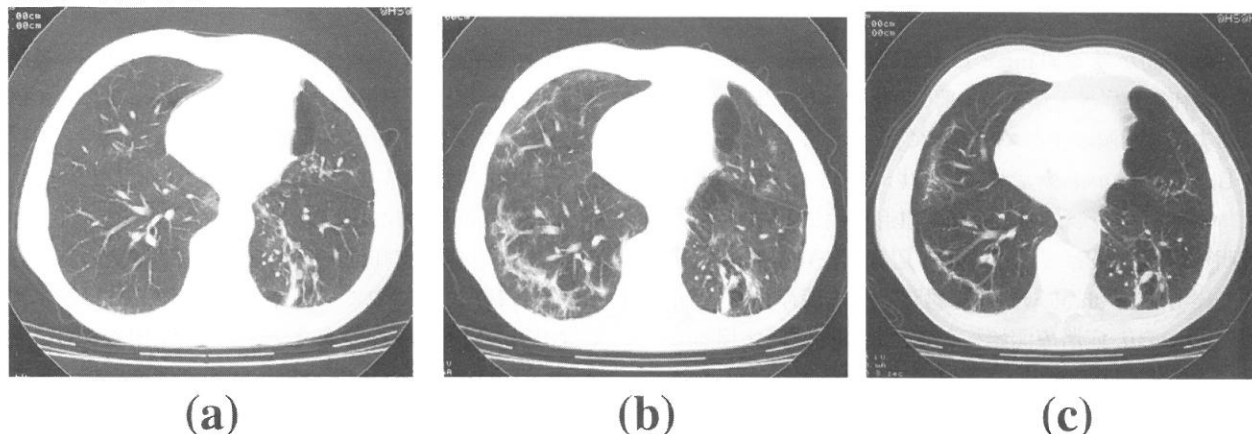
Changes of chest CT images
